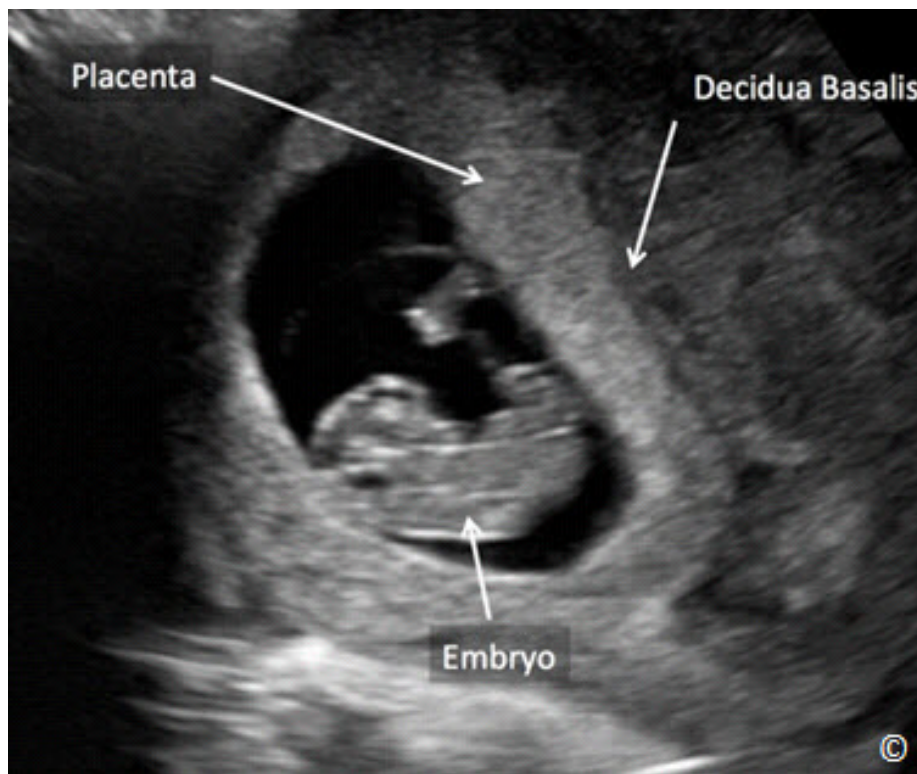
Ultrasonido de un embarazo intrauterino a las 9 semanas que muestra la placenta como un área ecogénica (etiquetado). Obsérvese la decidua basal (etiquetado) como una región hipoeoica detrás de la placenta. También se muestra el embrión (marcado).
